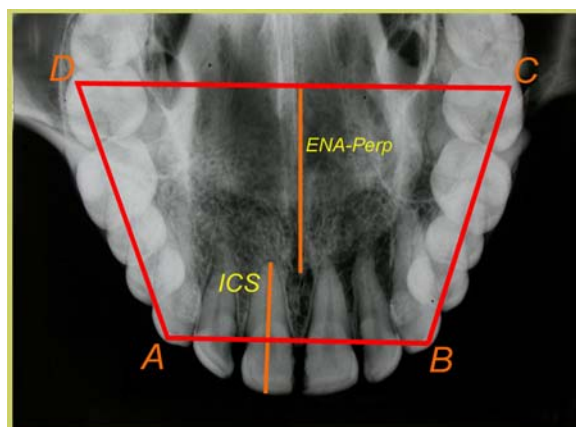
Radiografia oclusal com traçado
